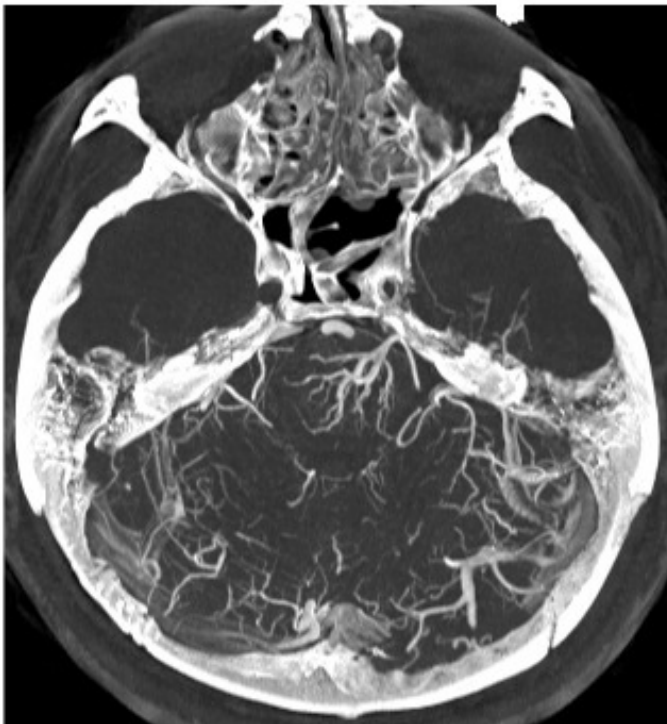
Cone-beam CT with diluted contrast medium, axial MIP.
